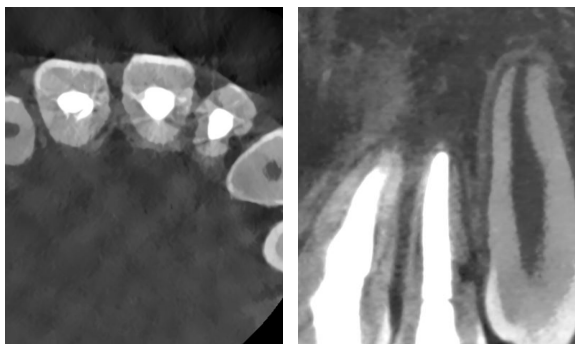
술전 #22 치아 원심측 치경부 외흡수 부위의 CBCT영상
